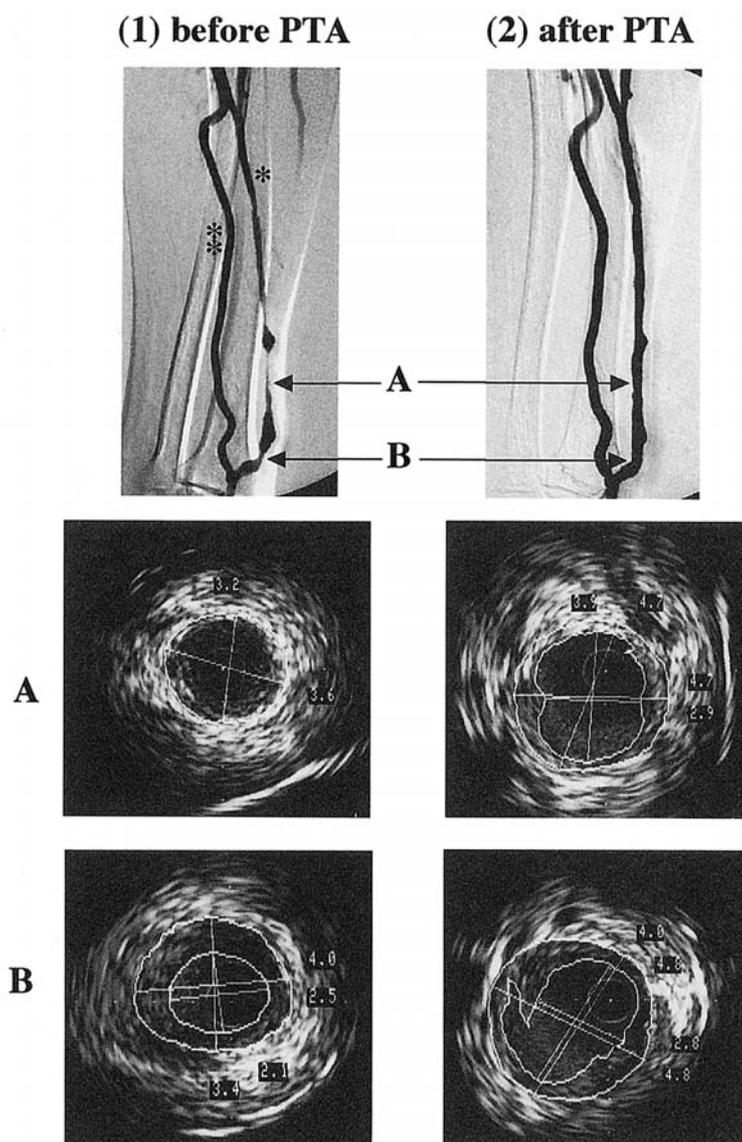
PTA 前後の血管造影所見と血管内エコー検査の所見
